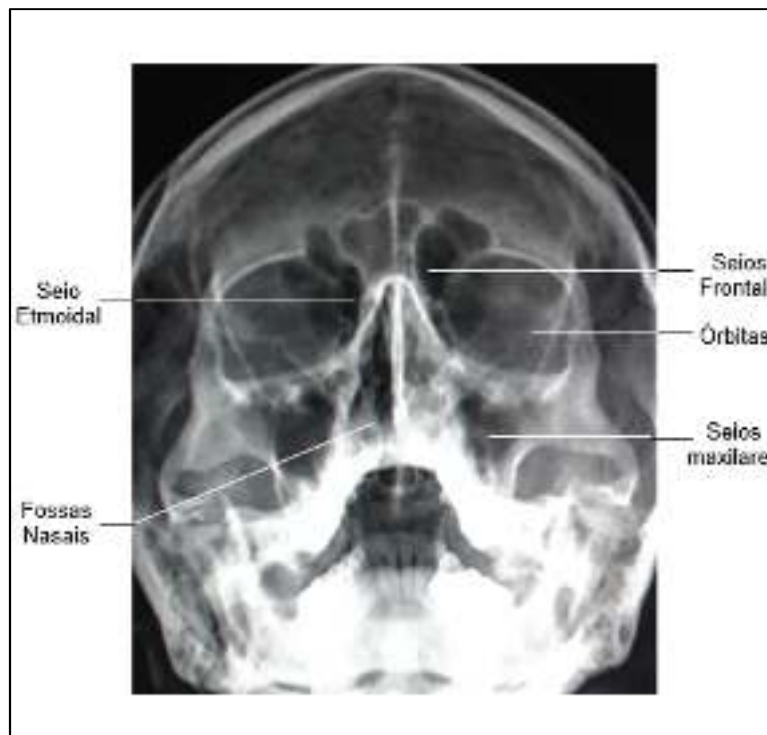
RADIOGRAFIA ANTEROPOSTERIOR DOS SEIOS DA FACE.
